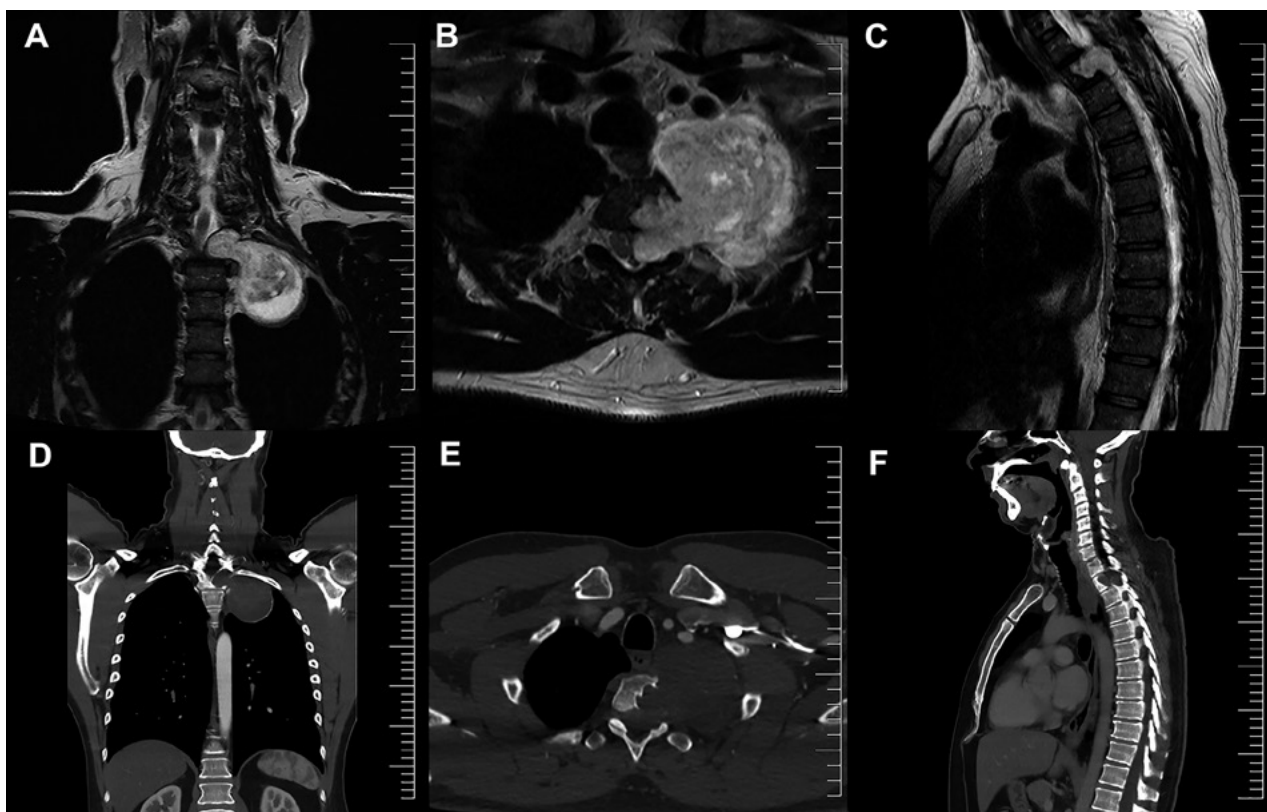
Tumor dumbbel preoperatorio. A, B y C: RMI T2 muestran lesión T3 en reloj de arena. D: TAC coronal muestra extensión de la lesión al ápice pulmonar izquierdo. E y F: Evidencian remodelación ósea a nivel del cuerpo y foramen izquierdo de T3.
